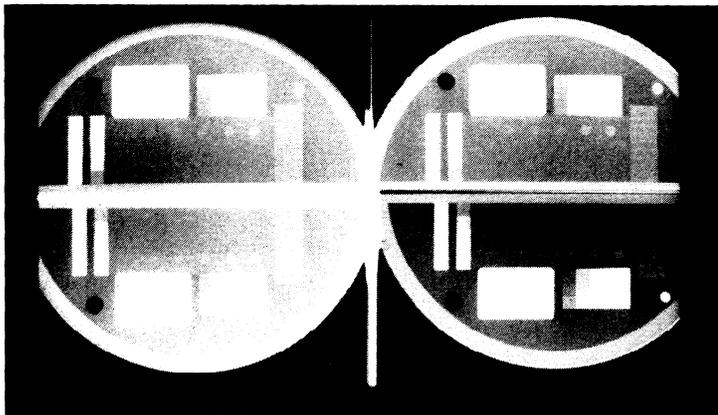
Radiographies du fantôme de Leeds pour différentes épaisseurs du fantôme et pour un modèle récent de mammographe (même configuration des images que pour la Fig. 3)
